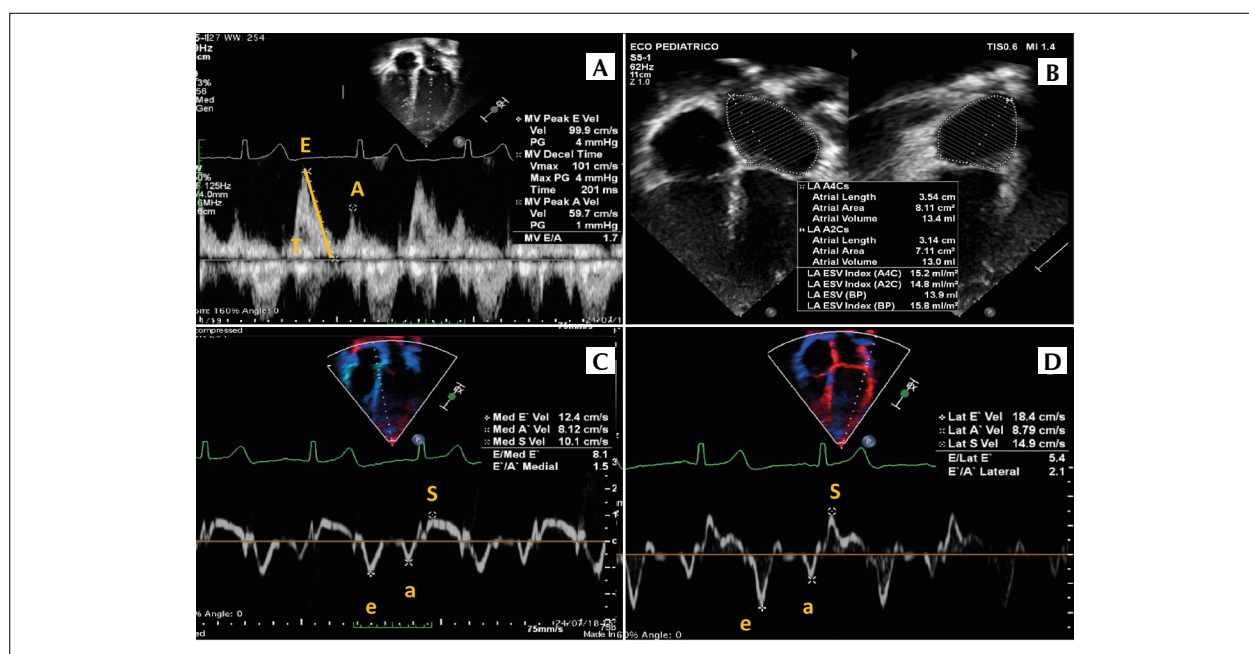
Avaliação diastólica do ventrículo esquerdo. (A) Doppler pulsado do fluxo valva mitral, evidenciando as velocidades de pico durante diástole ventricular precoce (E), contração atrial (A) e o tempo de desaceleração. (B) Avaliação do volume atrial esquerdo ao fim da sístole nos planos apicais 4 e 2 câmaras. (C) Doppler tecidual com as velocidades do anel mitral septal. (D) Doppler tecidual com as velocidades do anel mitral na parede lateral do ventrículo esquerdo.
